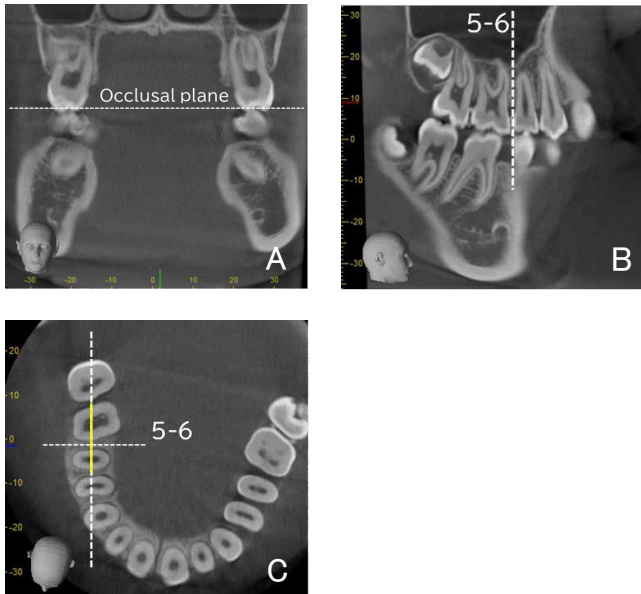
頬側歯槽部皮質骨厚のCBCT画像上での計測部位の位置づけ
